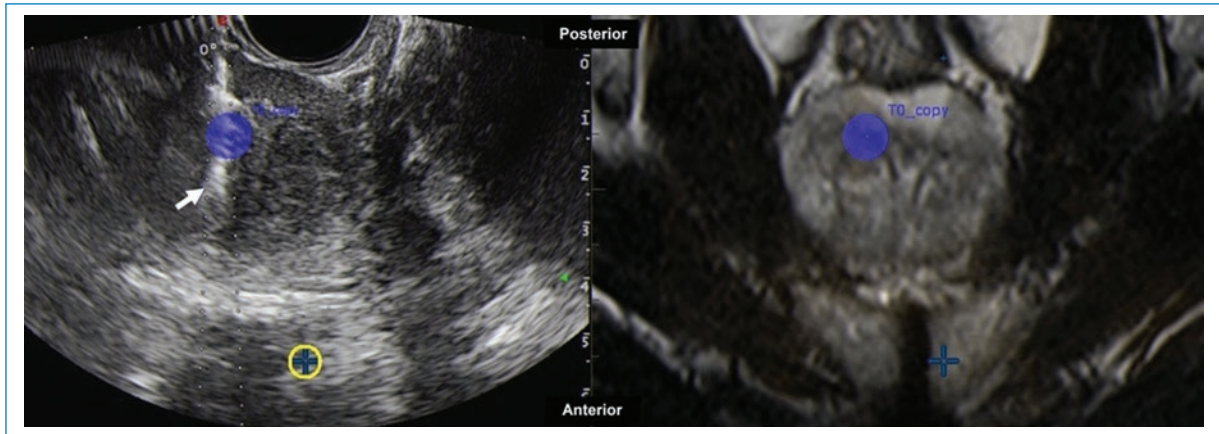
Varón de 56 años con diagnóstico de prostatitis crónica y antígeno específico de próstata en aumento. Biopsia transrectal (flecha) con ecografía por fusión de imágenes (con resonancia magnética). Área objetivo (círculo azul), PIRADS 3, en ecografía (izquierda) y resonancia magnética (derecha). Aguja utilizada: Pro-Mag 18 G (sistema automático). Diagnóstico definitivo: adenocarcinoma, Gleason 7 (3 + 4).
